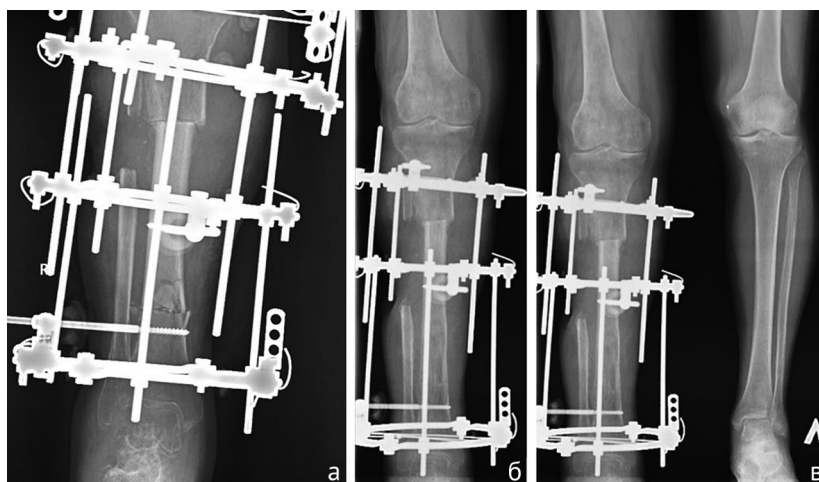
Рентгенограммы: а — правой голени после остеотомии; б — правой голени в процессе удлинения большеберцовой кости; в — обеих голени после окончания удлинения правой большеберцовой кости
